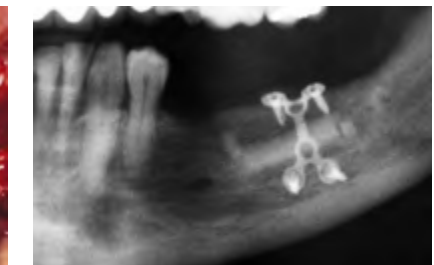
Radiografia panorâmica mostrando o ganho ósseo vertical obtido com a realização da técnica de osteotomia *sandwich*.
